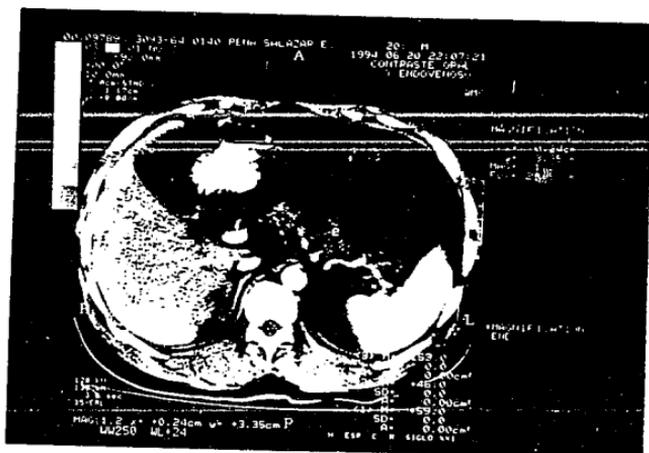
Tomografía dinámica de páncreas en la que se observan zonas hipodensas relacionadas con necrosis pancreática.
